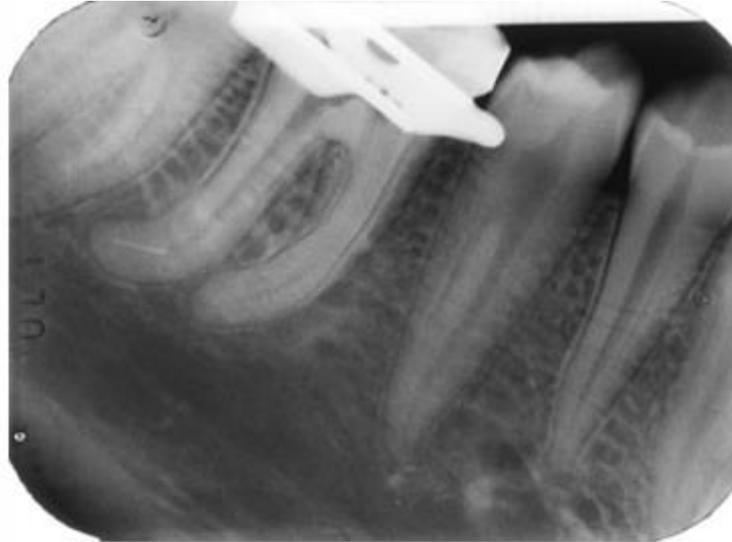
Radiografia mostrando uma fragmento 25/0.02 de lima rotatória RaCe fraturada no canal disto-vestibular
